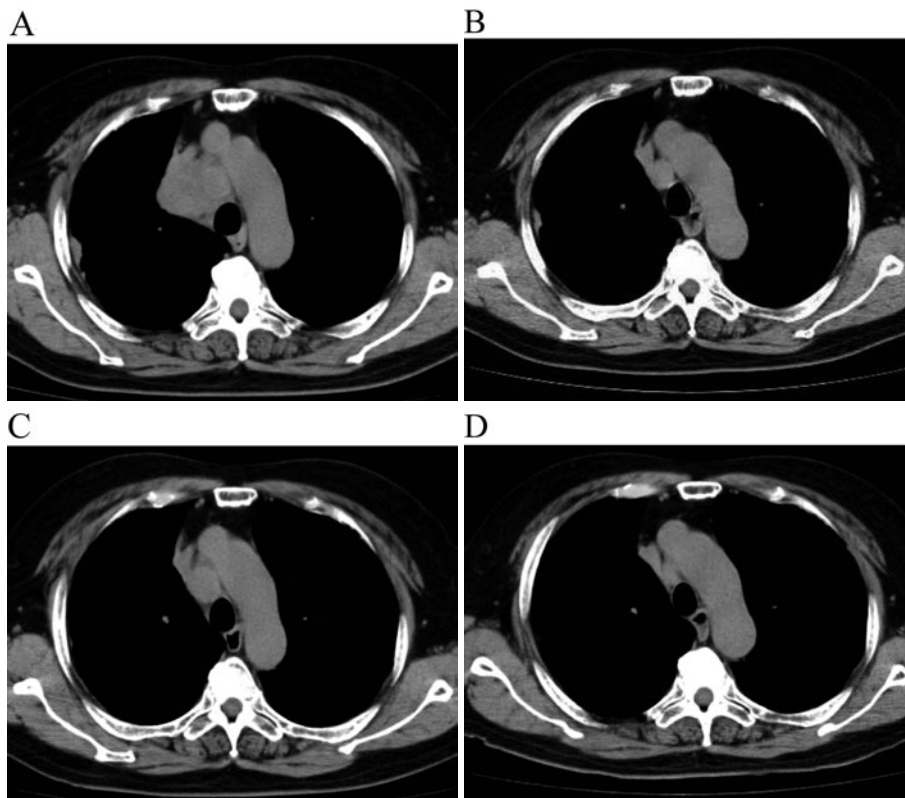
Chest computed tomography (CT) images obtained during the clinical course. (A) CT shows enlargement of the mediastinal lymph node (#2R) at the time of diagnosis of small-cell lung cancer. (B) Fourth cycle of chemotherapy reduced the size of the lymph node. (C) CT shows reenlargement of the lymph node. (D) After second-line chemotherapy, the lymph node decreased in size.
